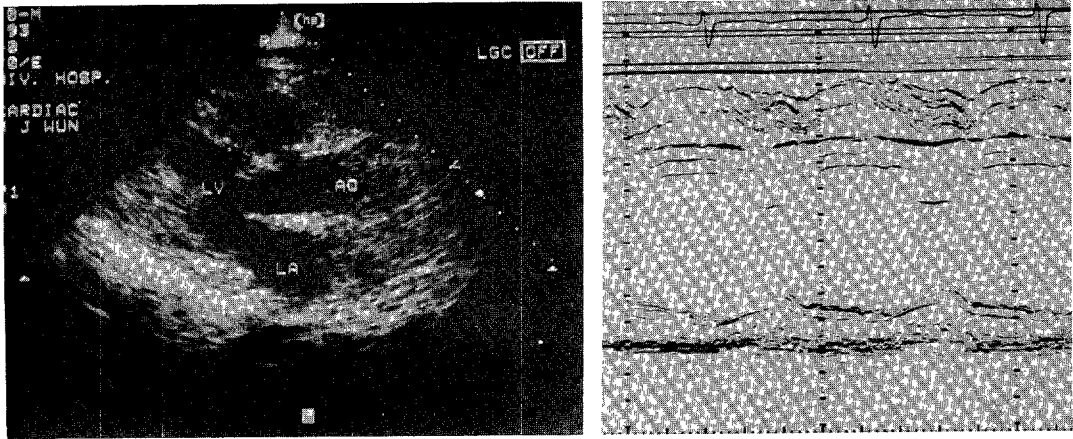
Admission echocardiography showed moderate amount of pericardial effusion on two-dimensional and M-mode echocardiography.
